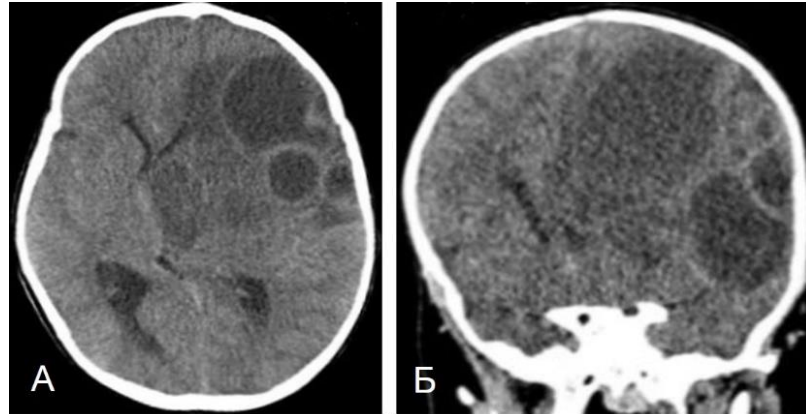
КТ головного мозга без контрастирования пациента Д., 2 лет, в аксиальной (А) и коронарной (Б) проекциях
